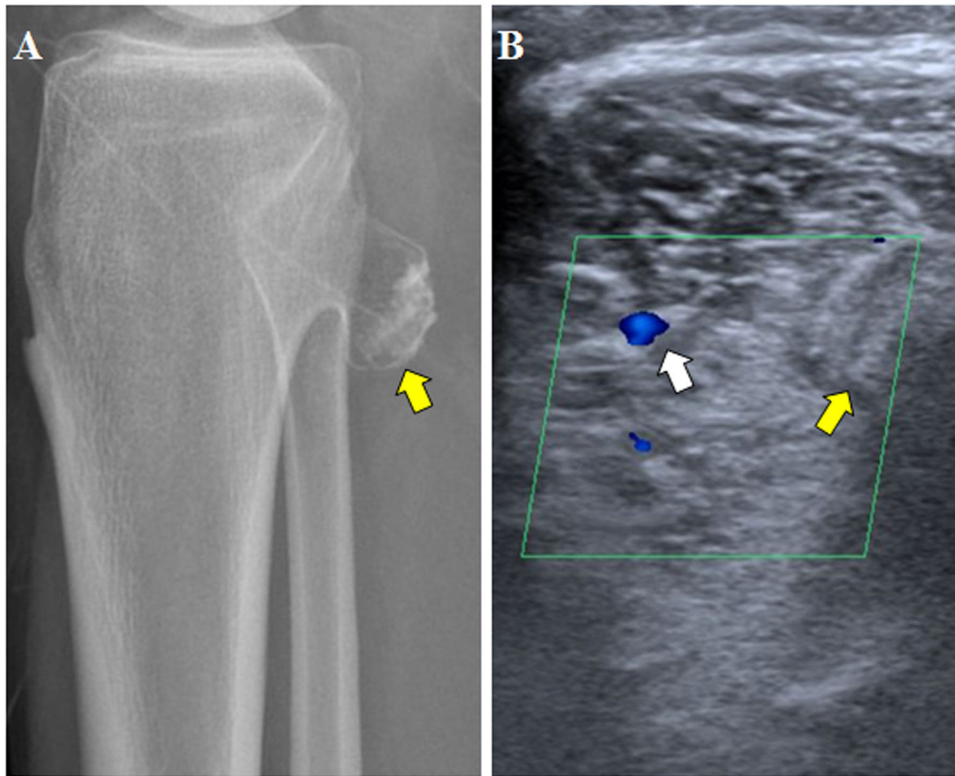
A) Radiografía simple de rodilla derecha, proyección lateral. Osteocondroma dependiente del margen posterolateral de la metáfisis tibial (flecha amarilla). B) Ecografía de hueco poplíteo derecho. Calibre disminuido de la arteria poplítea (flecha blanca) en su tramo adyacente al osteocondroma (flecha amarilla).
